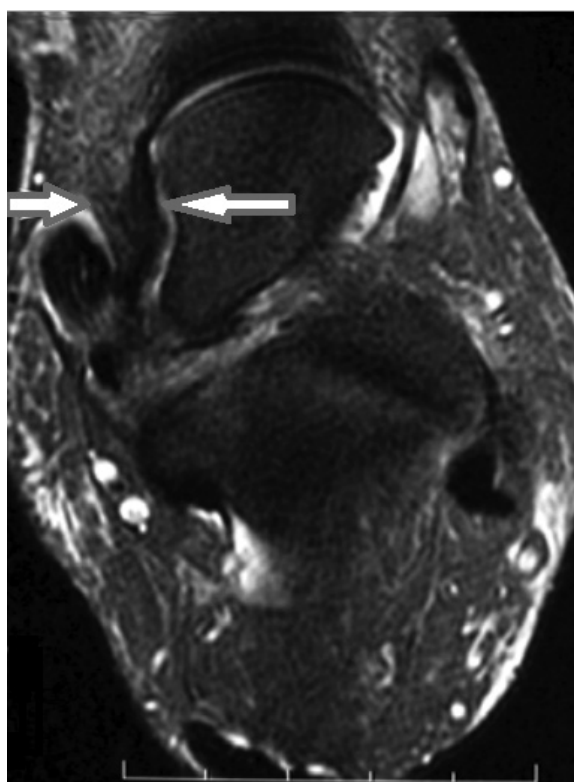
МРТ. Аксіальний зріз. Потовщення ПЧЗ. Стрілки – зона потовщення ПЧЗ, 9 мм.
